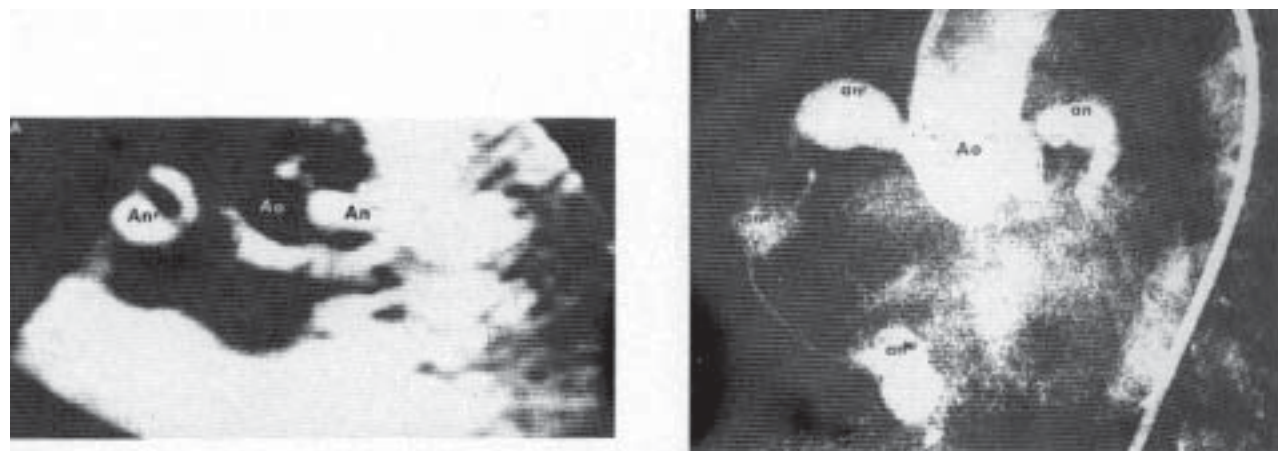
Otro caso de enfermedad de Kawasaki, con evidencia de aneurismas coronarios en otra lactante de 6 meses de edad. A. Ecocardiograma bidimensional, posición paraesternal, eje corto del ventrículo izquierdo, con el haz ultrasónico orientado hacia la raíz aórtica. En el centro se observa un corte transversal de la raíz aórtica (Ao). A su izquierda se registra un aneurisma fusiforme de 8 mm de diámetro en la emergencia de la arteria coronaria izquierda (An), con marcado engrosamiento de la pared arterial. A su derecha, se registra un aneurisma esférico de igual diámetro (An') en el nacimiento de la arteria coronaria derecha, también con marcado engrosamiento parietal. B. Cineangiografía selectiva con inyección en la raíz aórtica (Ao), mostrando un aneurisma fusiforme y alargado en la emergencia de la arteria coronaria izquierda (an); y otro de forma ovoide (an') en la emergencia de la arteria coronaria derecha; hay otro, más pequeño (an''), en su tercio medio y otro, de gran tamaño (an'') en su porción diafragmática.
